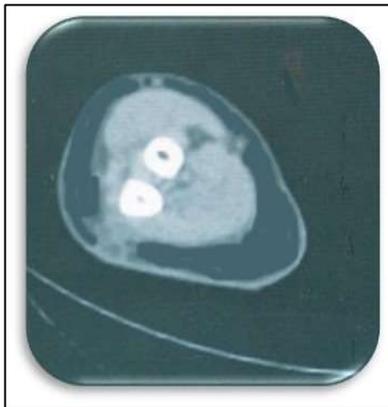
Estadio I Fase edematosa TAC Scan:
